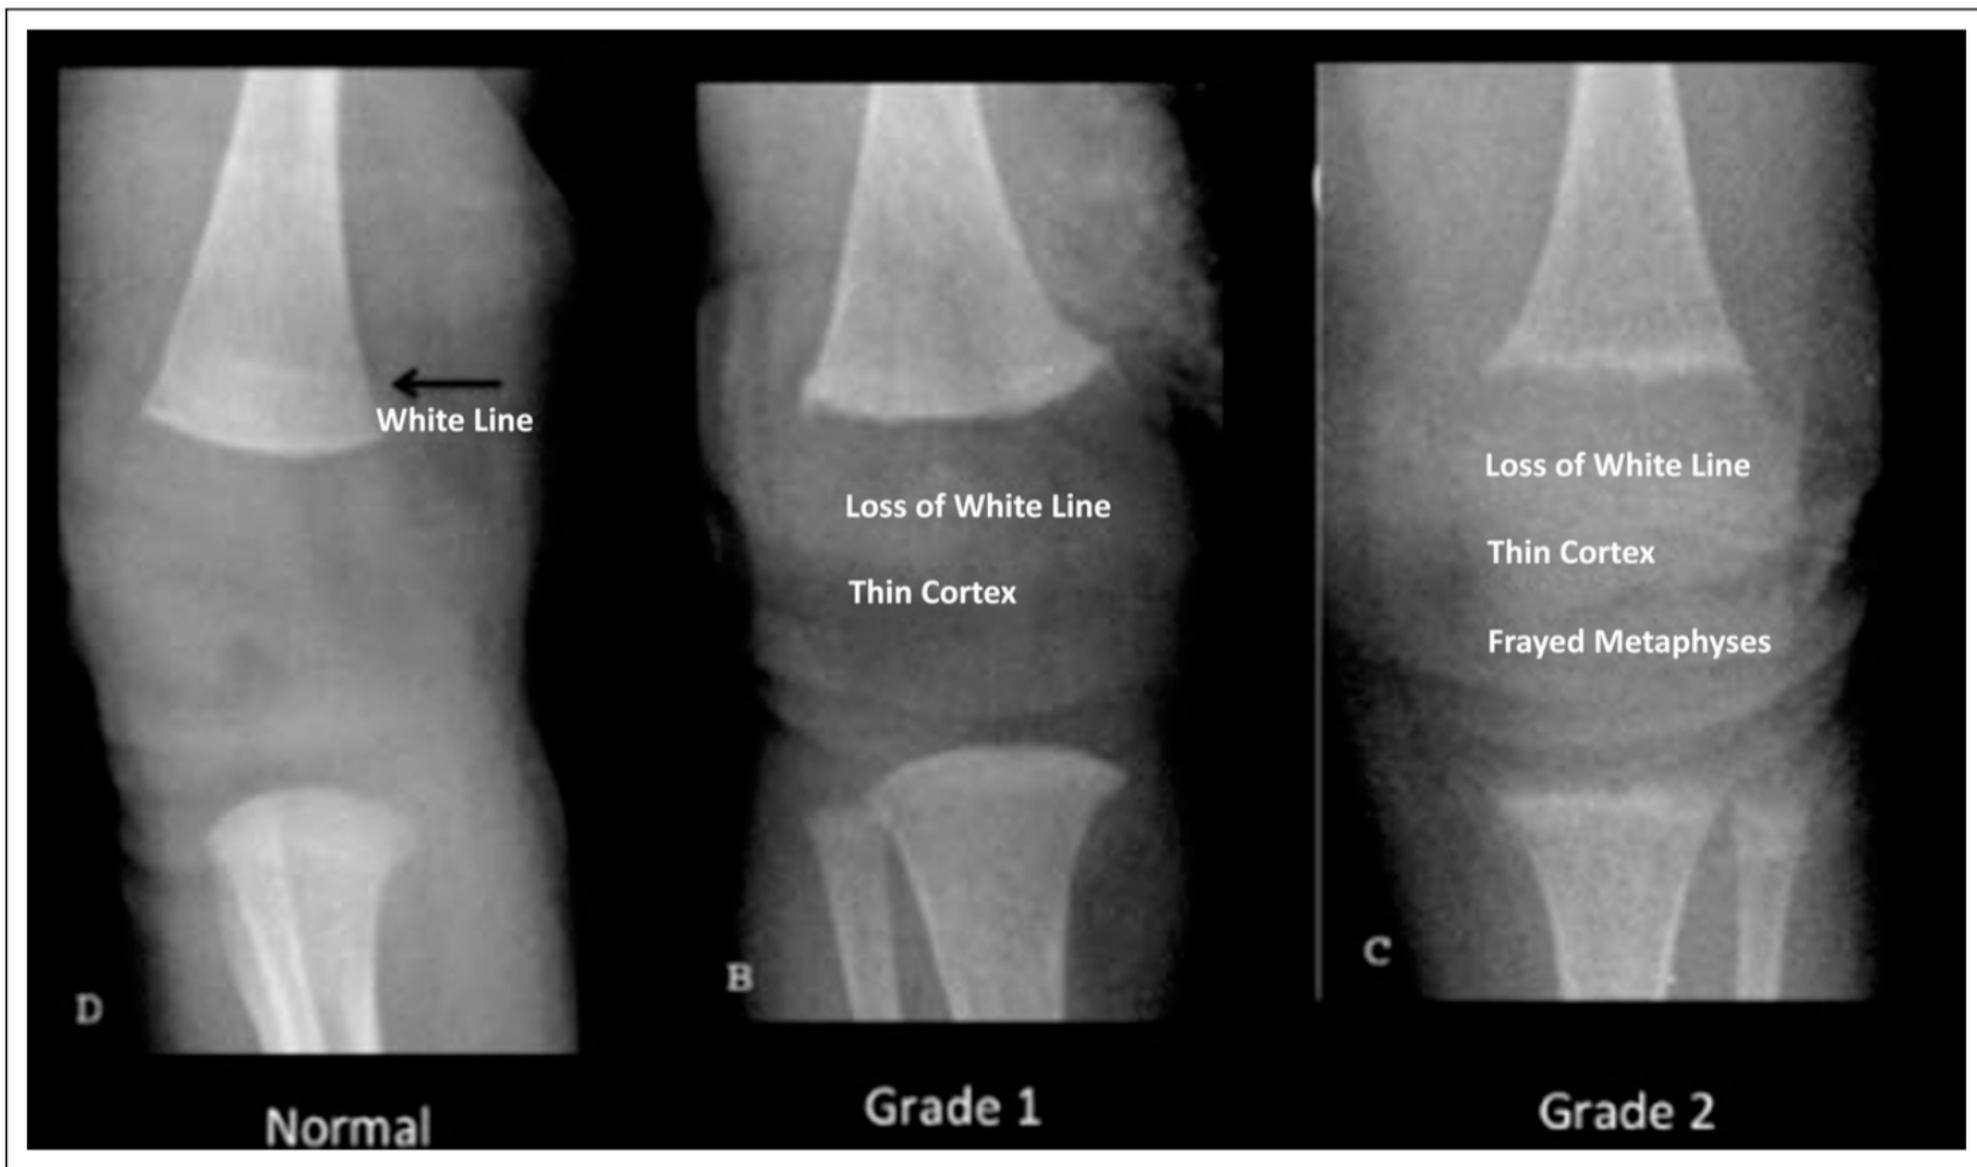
Knee radiographs.
